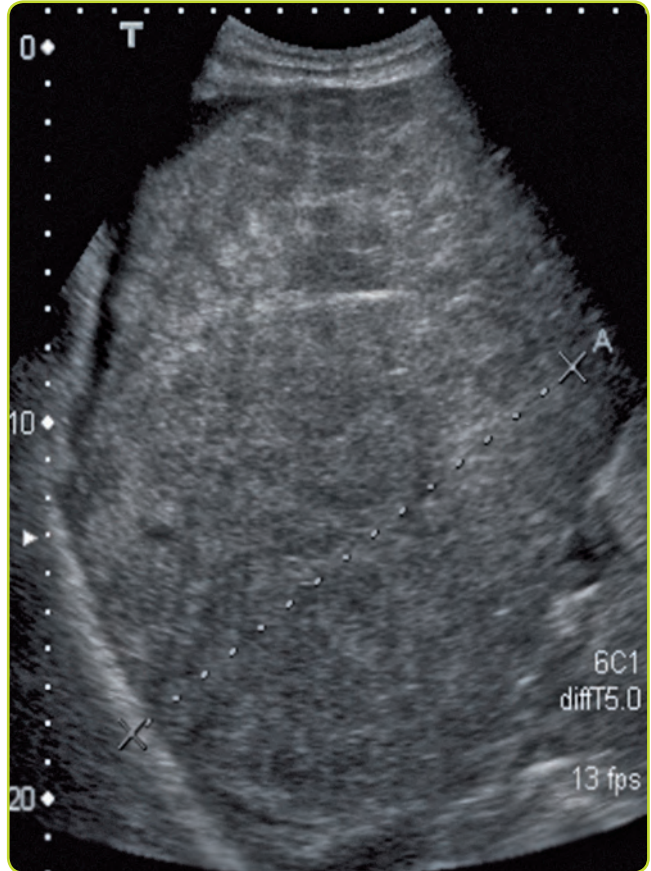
Hepatocarcinoma visto por ecografía.
